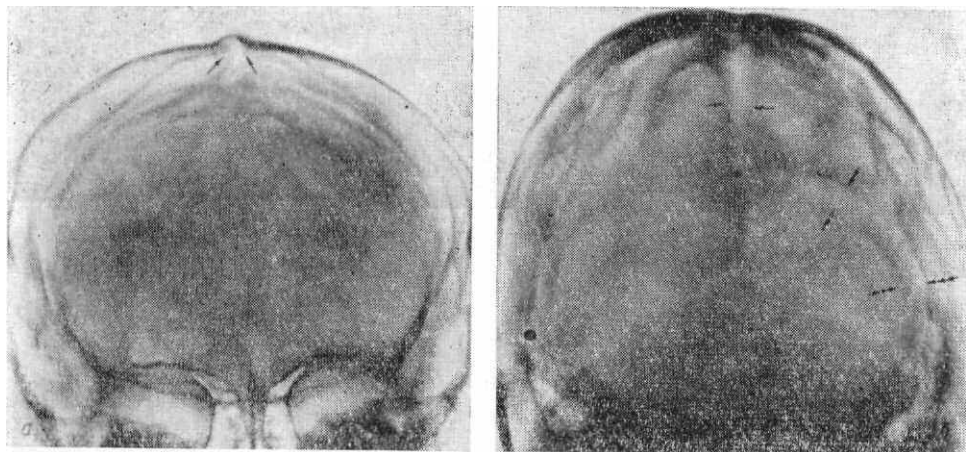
Рентгенограммы черепа в прямой передней (а) и задней полуаксиальной (б) проекциях.
